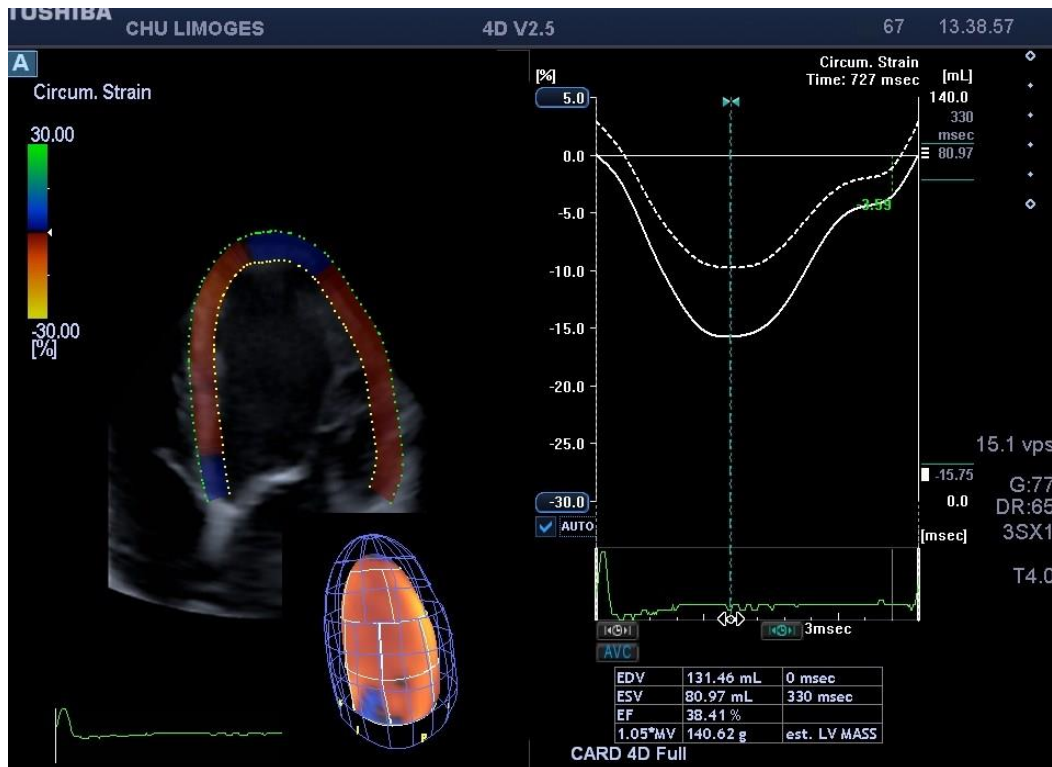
Exemple de 3D-SGC chez un patient atteint d'amylose systémique AL. Notez la courbe de volume et de déformation myocardique obtenus de façon simultanée. *Source : images extraites d'un examen réalisé dans notre service au CHU de Limoges et recueillies sur l'échographe Toshiba*
